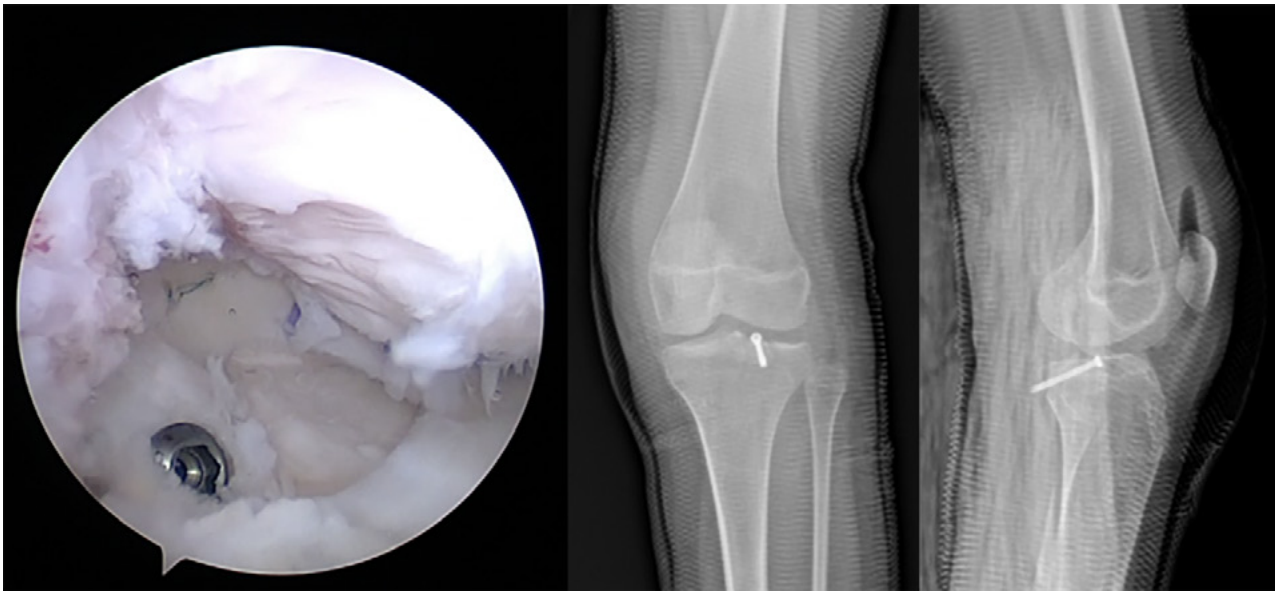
Imagen artroscópica de resultado final y radiografías anteroposterior y lateral de rodilla.
